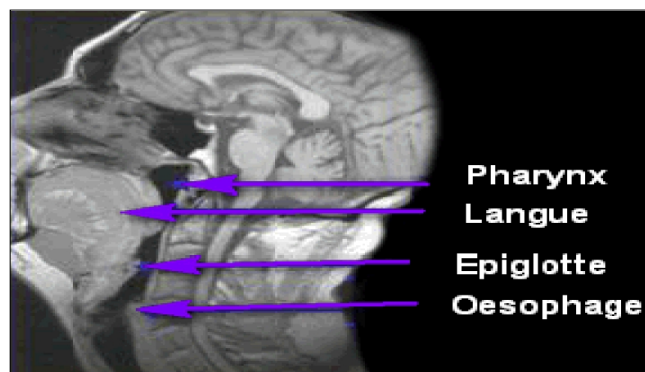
image radiologique en IRM de langue qui ferme pratiquement le pharynx
